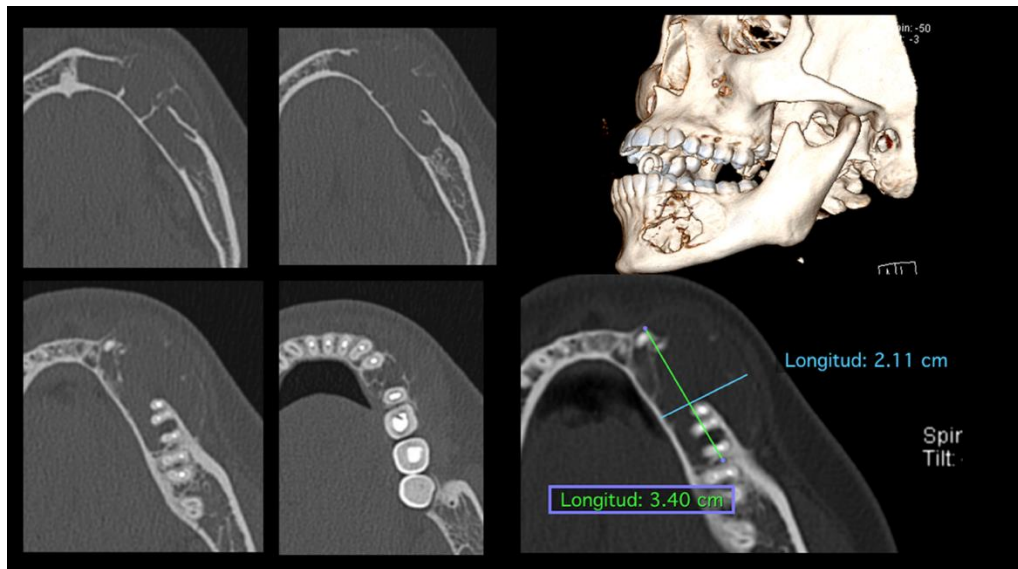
Imagen TC para el estudio de un mixoma en cuerpo mandibular izquierdo, confirmado con estudio histopatológico (Cortesía: Dra. Pamela Marambio).
